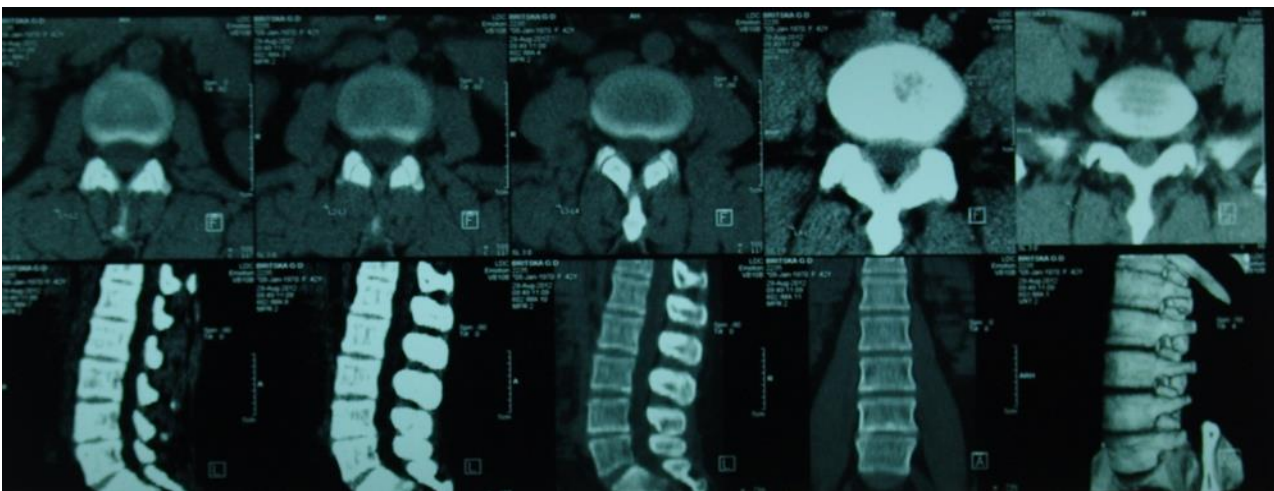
Серії томограм: фізіологічний лордоз поперекового відділу хребта збережений. Тіла хребців звичайної форми трабекулярної структури. Товщина кортикального шару задовільна. Відмічається нерівномірне зниження висоти міжхребцевих проміжків. В сегменті L4-L5 наявне латеродорсальне пролабування диску ліво глибиною до 0,35 см, що звужує лівий нейрон-форамінальний отвір. На решту оглянутих сегментів дискогенної патології та звуження спинномозкового каналу не виявлено. Паравертебральні тканини без особливостей. Заключення: КТ-ознаки пролапсу диску в сегменті L4-L5. Остеохондроз поперекового відділу хребта
